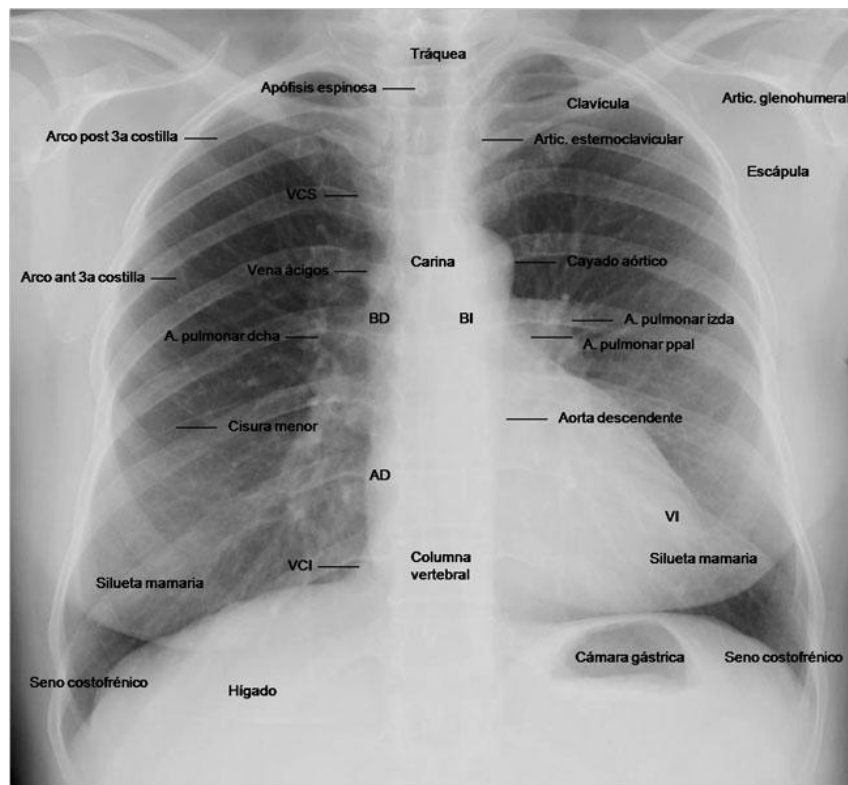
Radiografía de tórax normal.
